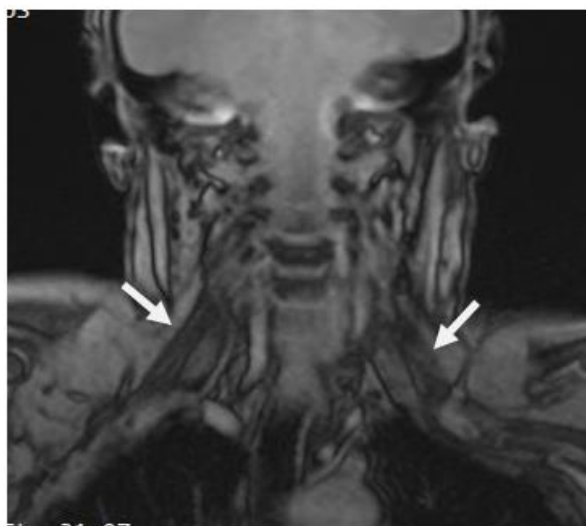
МРТ пациента 50 лет с диагнозом ХВДП.
